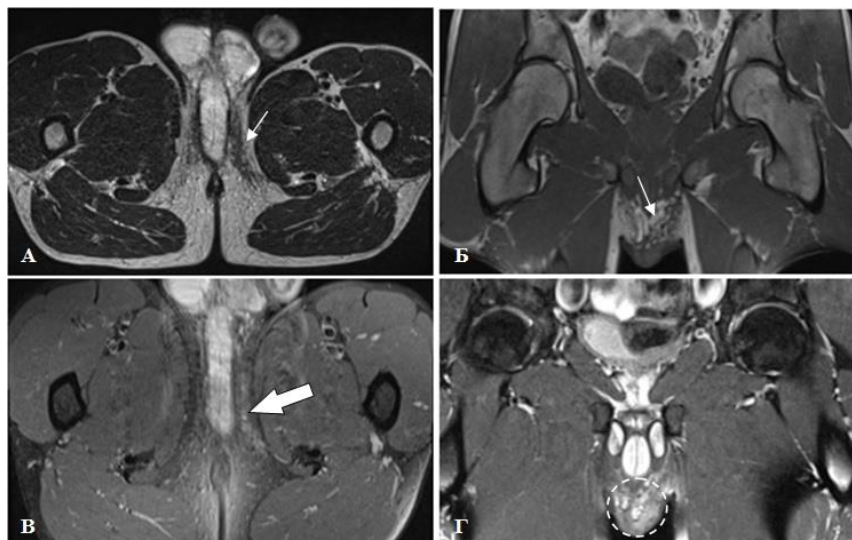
Пациент А., 32 года. МРТ промежности. На T2-ВИ в аксиальной (а), T1-ВИ в корональной (б), Pd-Fs в аксиальной (в) и корональной (г) плоскостях определяются участки уплотнения (а, б – тонкая стрелка), диффузного отека (в – толстая стрелка, г – пунктир) и неравномерного утолщения подкожно-жировой клетчатки и кожи перинеальной области
